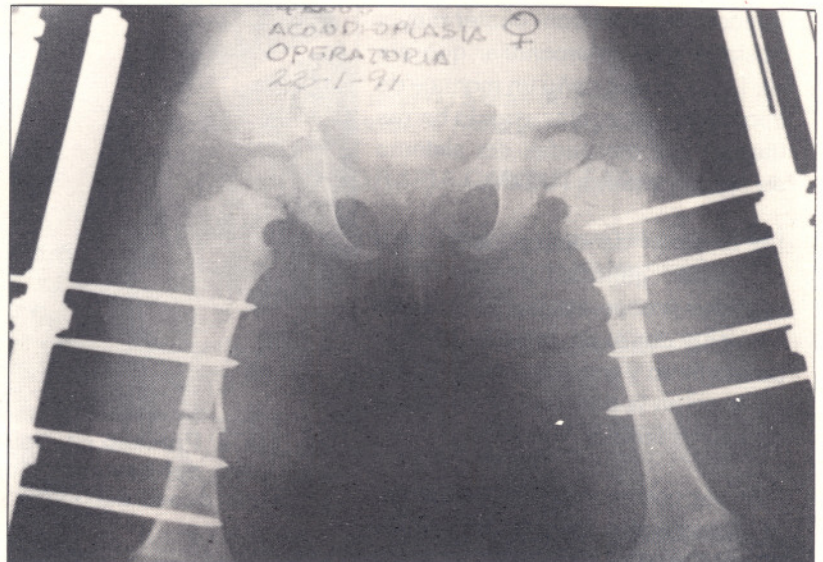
Radiografía del transquirúrgico el día 22/01/91. Se realizó osteotomía transversa y colocación de ambos fijadores externos.
